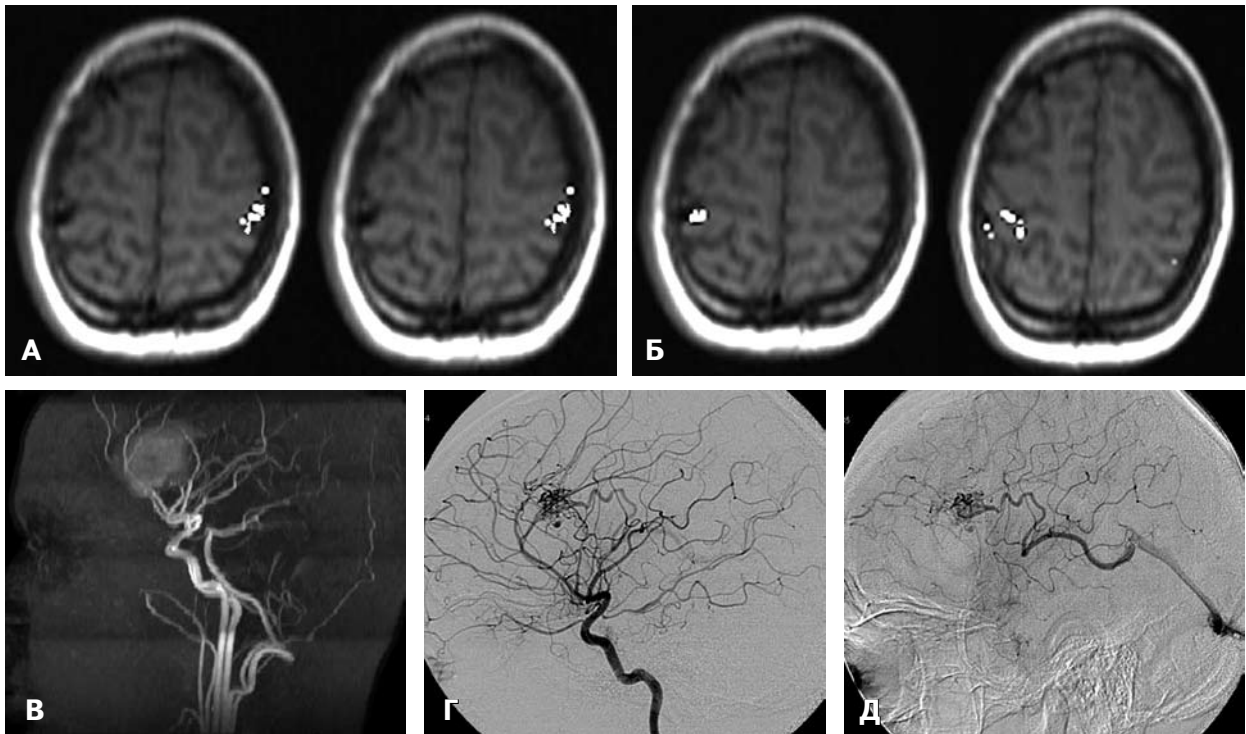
Плексиформний варіант АВМ середньо-лобової локалізації. А — зона активації на боці АВМ; Б — у контралатеральній півкулі великого мозку; В — дані МРА; Г, Д — дані рентгенівської АГ.
